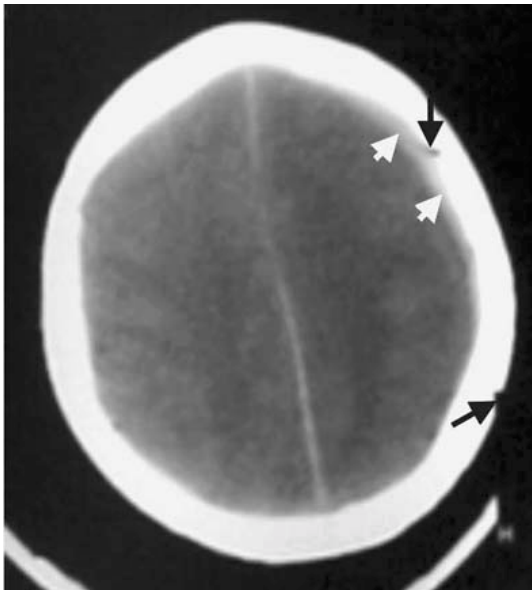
TAC simple que muestra obliteración de los giros de la corteza sugestivo de edema cerebral, se observa además desplazamiento de la hoz del cerebro hacia la derecha debido al edema. En ese mismo lado hay un hematoma subdural laminar (flechas blancas) y trazos de fractura (flechas negras).
